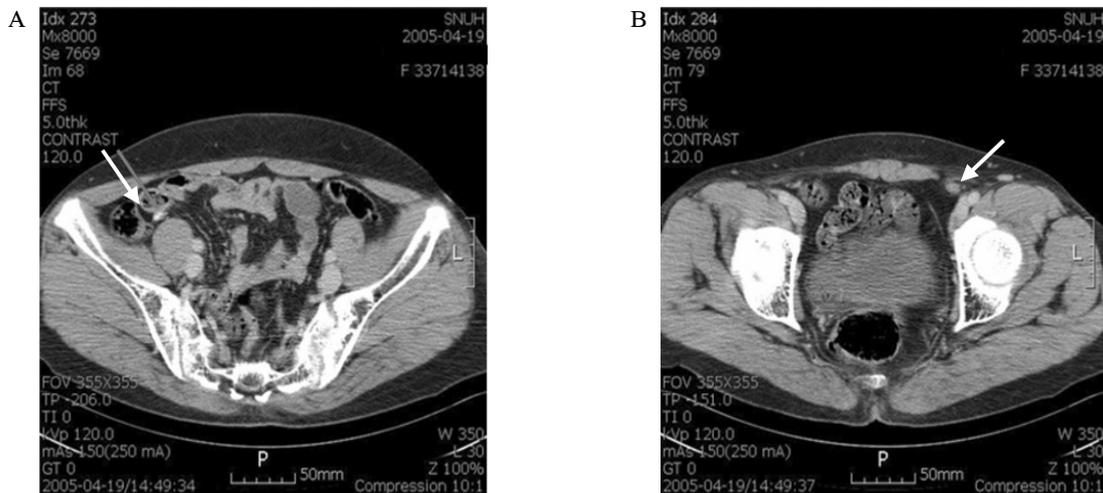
Computed tomography scan of the abdomen (case 4). A. Bilateral intra-abdominal testes are atrophied (arrow). B. There are no uterus and adnexa in the pelvic cavity.
